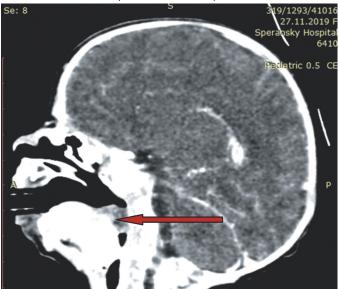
Пациент Н., 10 дней жизни. КТ — новообразование языка
